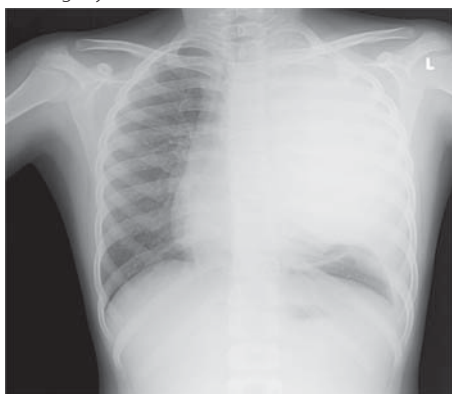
Rozsáhlé zastínění levého hemithoraxu (vstupní RTG snímek pacienta se synoviosarkomem)
